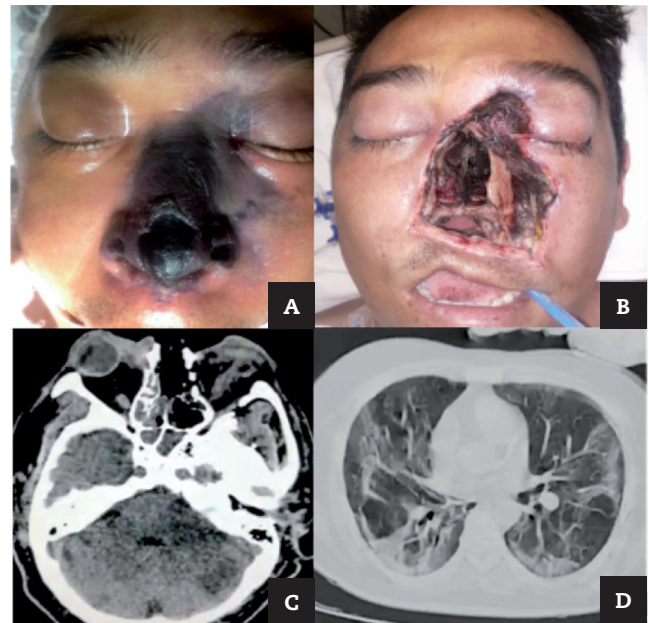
A: aspecto clínico donde se observa necrosis en el tejido nasal y palpebral izquierdo. B: fotografía transquirúrgica mostrando rinectomía total. C: corte axial de la tomografía computarizada de cráneo mostrando afectación rino-órbito-cerebral. D: tomografía de tórax con evidencia de imágenes en vidrio deslustrado sugestivas a infección por SARS-CoV-2 (CORADS 5).
